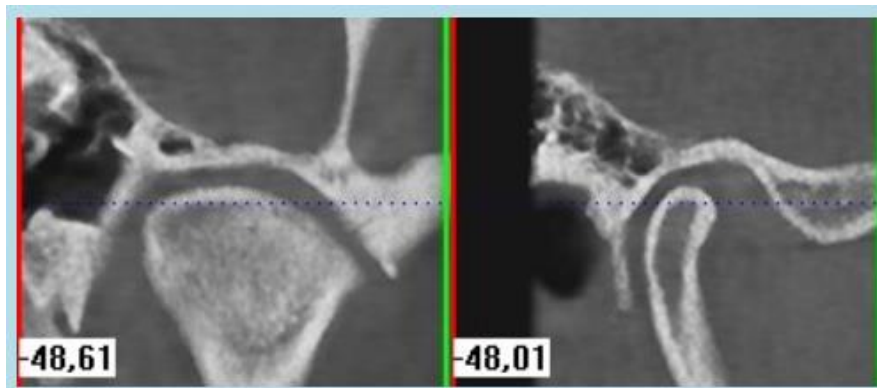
Tomografía. Engrosamiento de la cortical de la superficie articular craneal y la superficie del cóndilo del maxilar inferior, las cuales se observan hiperdensas. En cortes coronal y sagital (Romero & Veloso).
